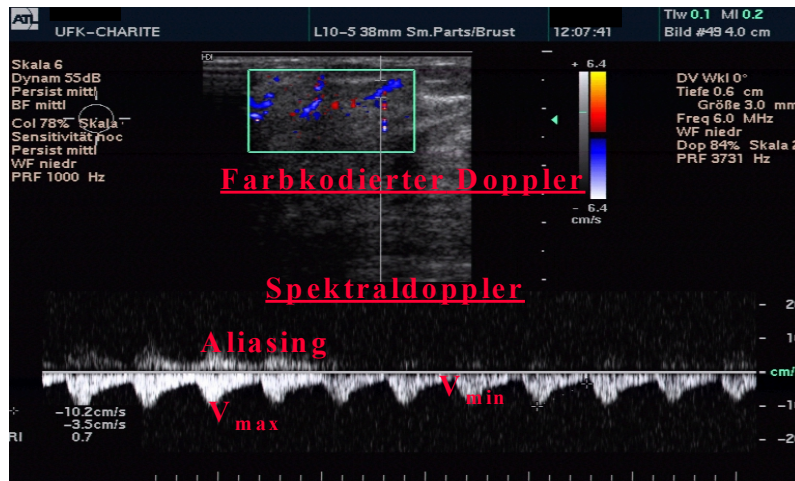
Farbkodierte Dopplersonographie in der oberen Bildhälfte und Dopplerflußkurve des gepulsten Spektraldopplers in der unteren Bildhälfte. Eingezeichnet sind V_{\max} , V_{\min} und das Aliasing-Phänomen
